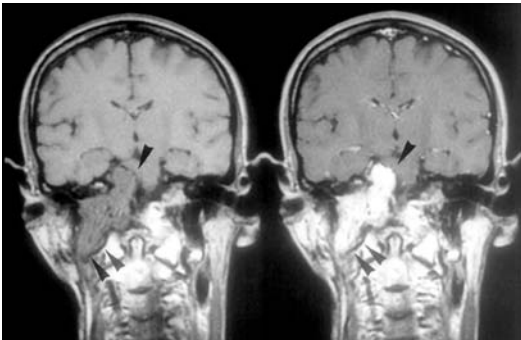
Tumor glómico con extensión intracranial y extracranial RM T₁ coronal antes y después de la administración de contraste. El tumor, además de invadir el peñasco, se extiende intracranalmente al APC, comprimiendo la protuberancia (punta de flecha superior). Inferiormente (puntas de flecha inferiores), el tumor se extiende extracranalmente, ocupando el espacio carotídeo. Obsérvense las áreas de «vacío de señal» intratumorales.
